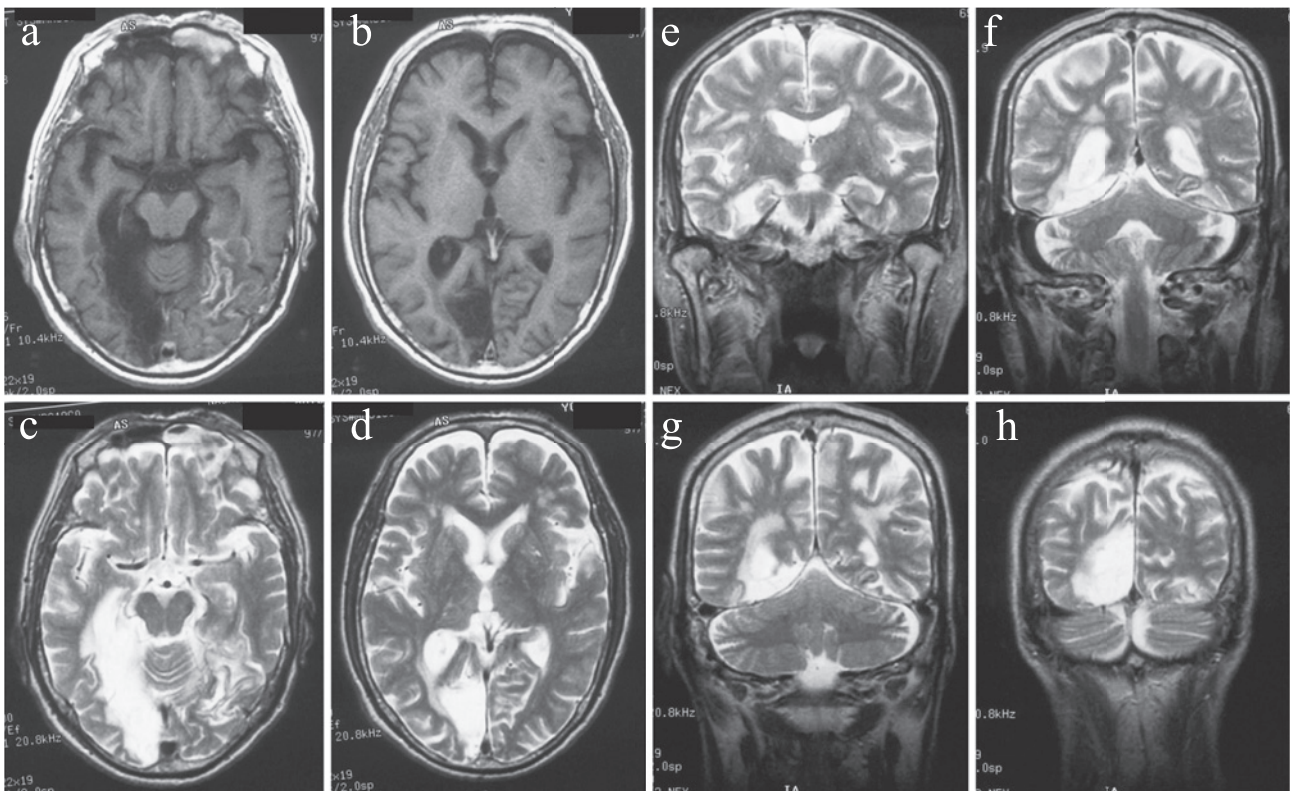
Axial brain imaging (a, b, c, d) and coronal imaging (e, f, g, h) after the second stroke. In axial brain imaging (a, b, c, d), a low intensity area on T<sub>1</sub> weighted images (T<sub>1</sub>WI) and high intensity area on T<sub>2</sub> weighted images (T<sub>2</sub>WI) in the right posterior lobe indicated an old infarction corresponding to the low density area on the CT scan, 3 years before this MRI, in Fig. 1. The low intensity area mixed with high intensity area on T<sub>1</sub>WI in the left posterior lobe indicated the second stroke (hemorrhagic infarction). In the coronal T<sub>2</sub>WI, the bilateral lingual and fusiform gyri were involved in the first and second infarctions.
